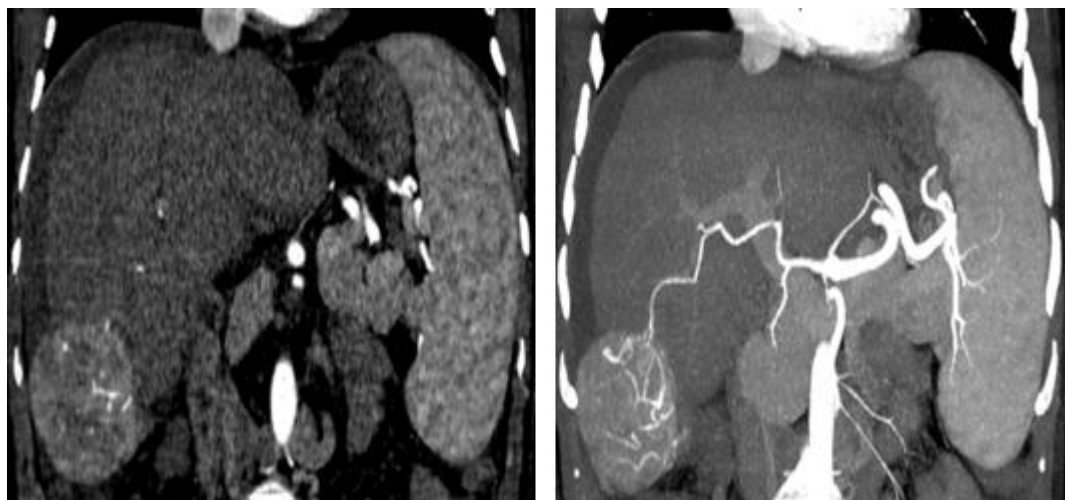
A la TDM, volumineux CHC du segment V hépatique rompu avec un épanchement intra-péritonéal de grande abondance de densité hématique.
